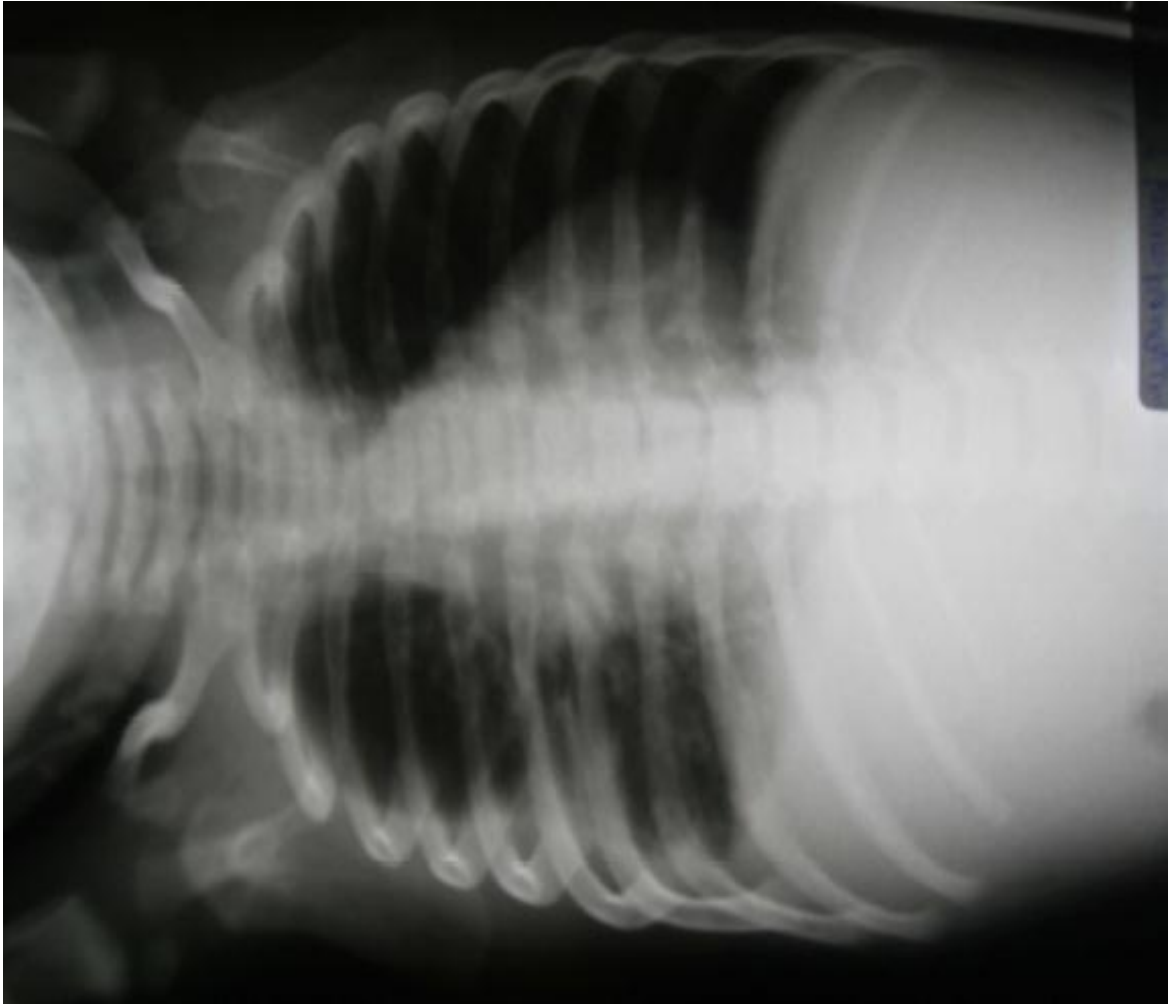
Radiografia de tórax do caso 40
